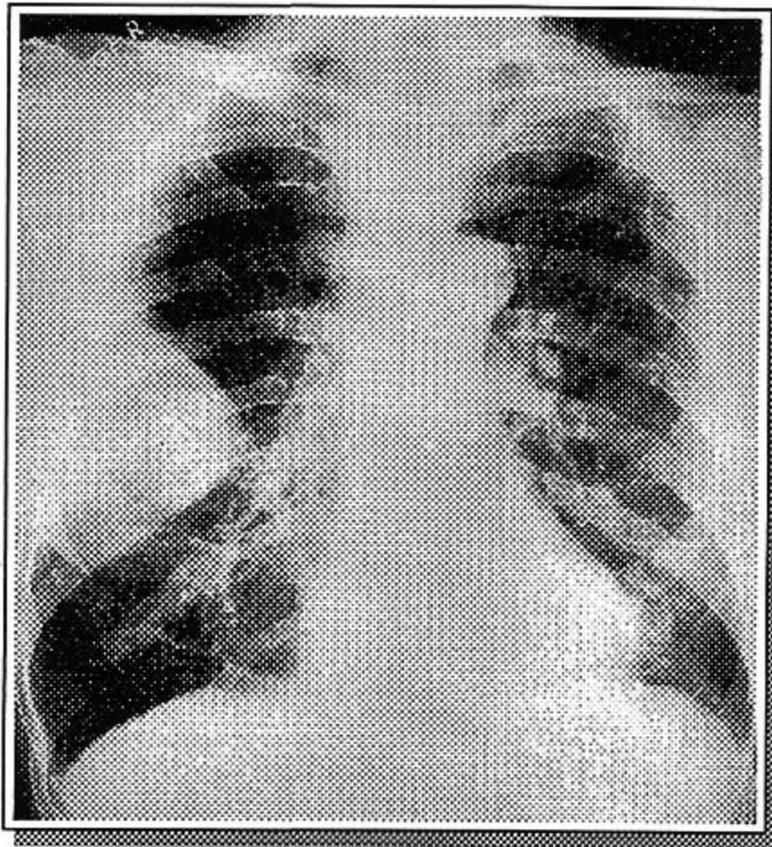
Telerradiografia de tórax em PA
